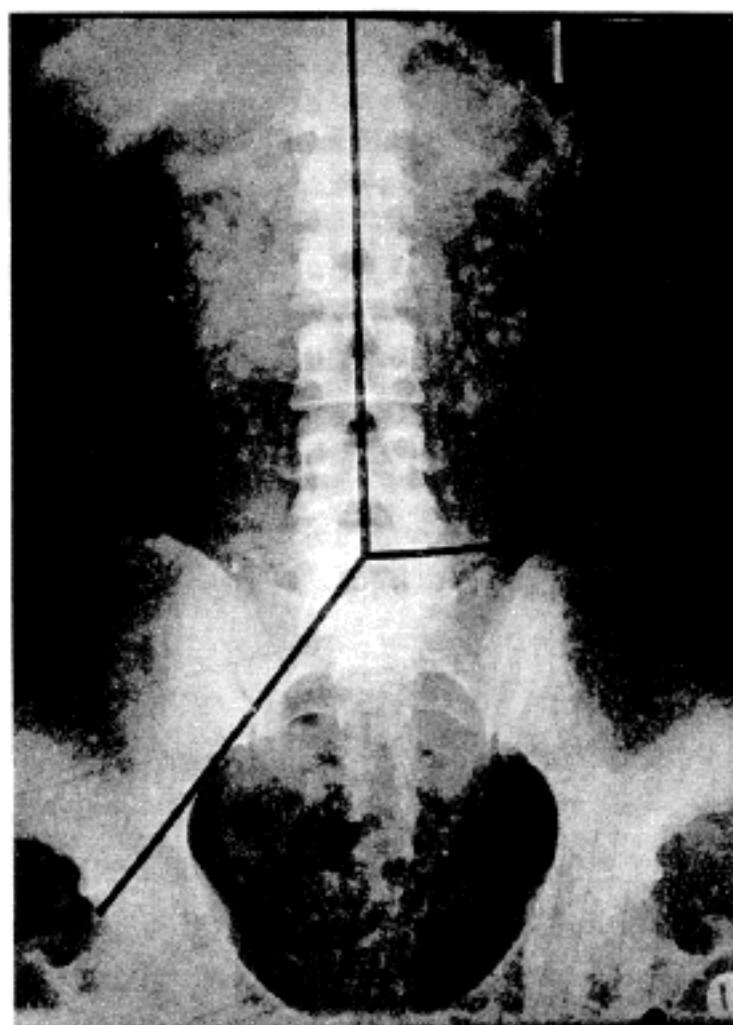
Abdominal roentgenogram, showing radiopaque markers in the three segments of the colon: ascending, descending, and rectum and sigmoid colon.
